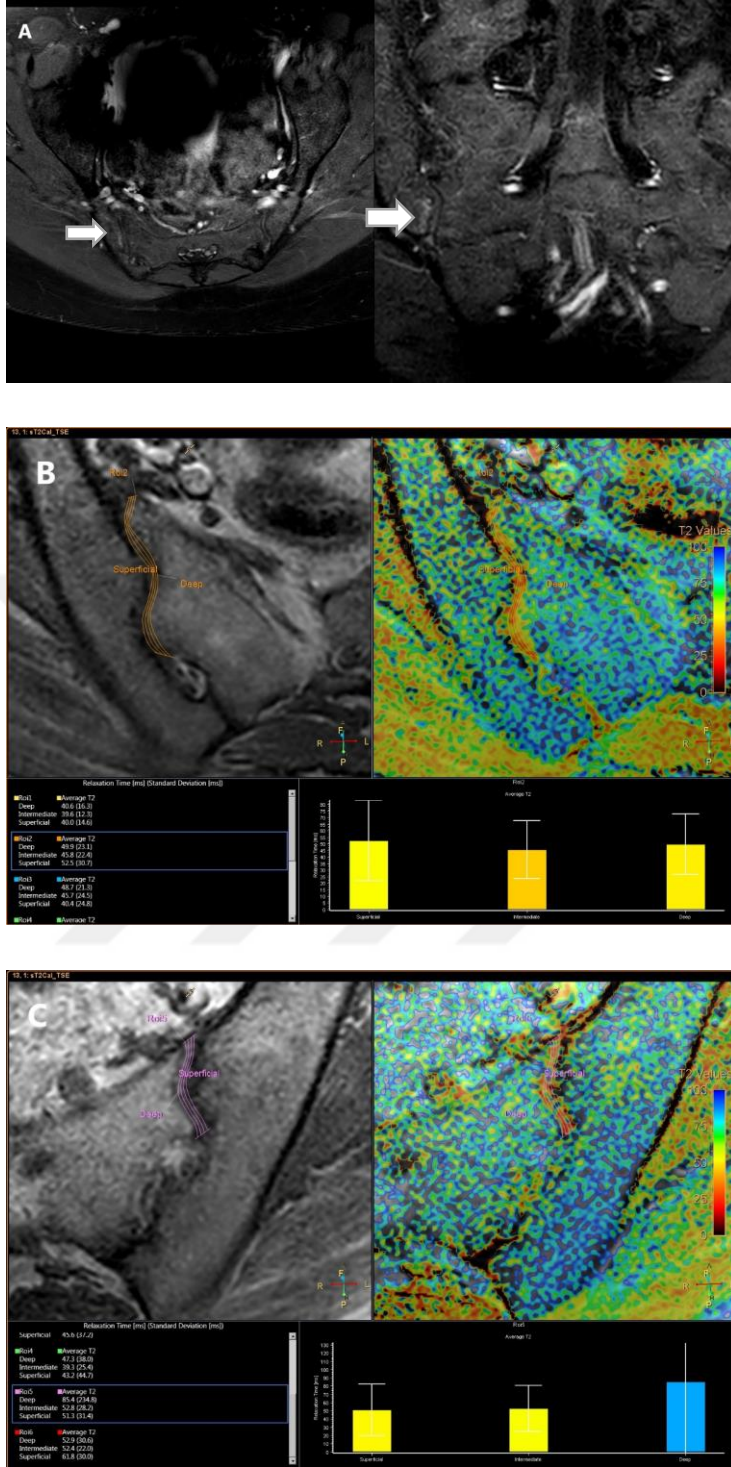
45 yaşında erkek hasta. Normal sınırlarda sakroiliak MRG inceleme (A). B’de sağ sakroiliak eklemden yapılan ölçüm, C’de soldan yapılan ölçüm görülmekte. Sağ SİE ortalama T2 değeri 42,33 ms, sol SİE ortalama T2 değeri 40,7 ms bulunmuştur.
